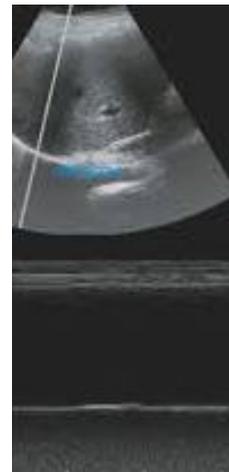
Ecografía en modo M.
